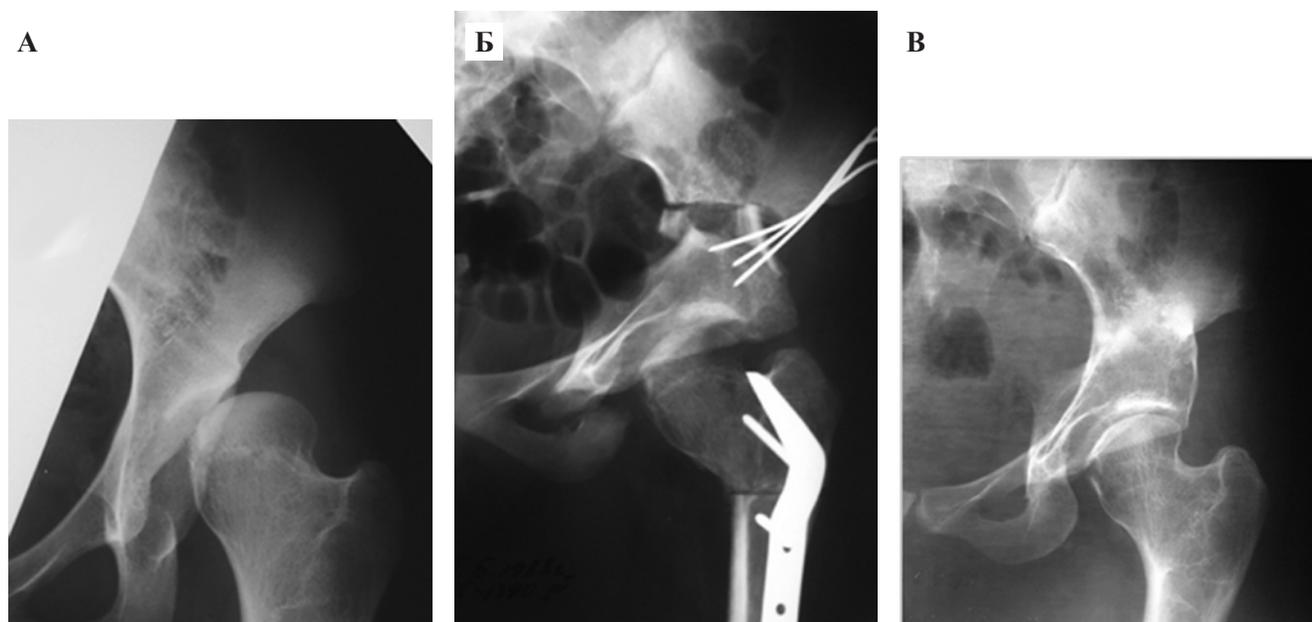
Рентгенограммы пациентки А. 1989 г.р. Диагноз: подвывих бедра слева, диспластический коксартроз II б стадии:
